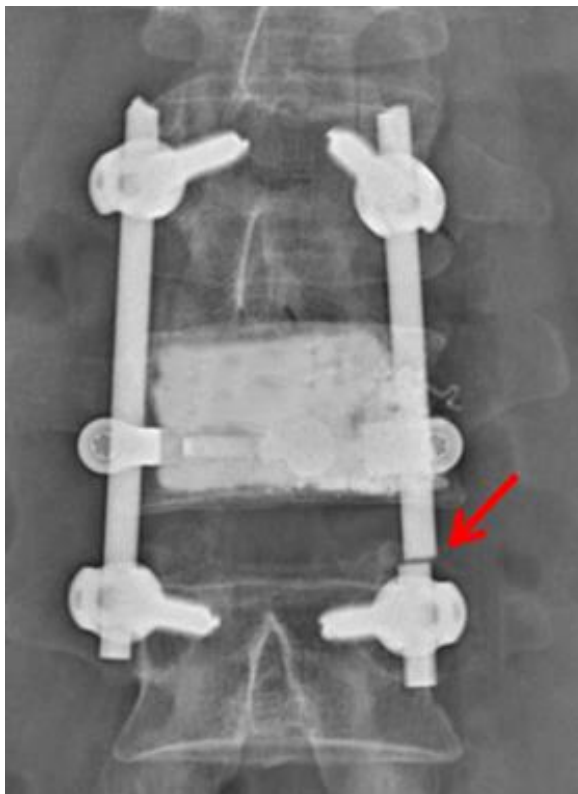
Рентгенограмма (прямая проекция) через 1 год после операции. Перелом левого стержня транспедикулярной системы (красная стрелка)
